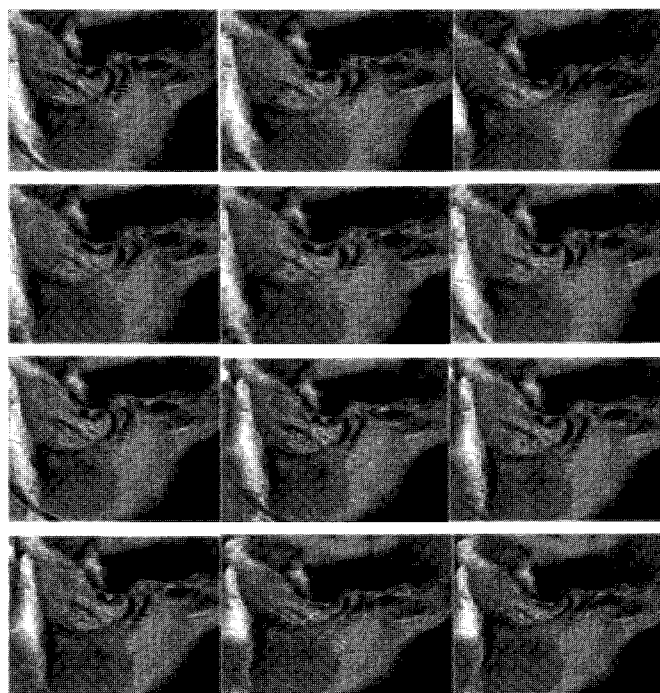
비복위성 악관절내장증의 Dynamic MRI 소견. 하악과두의 형태이상, 연조직의 긴장도 저하, 관절원판의 비복위성이 관찰된다.
